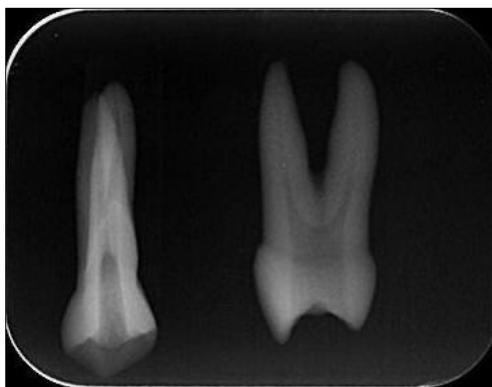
Radiopacidade através da radiografia digital.
